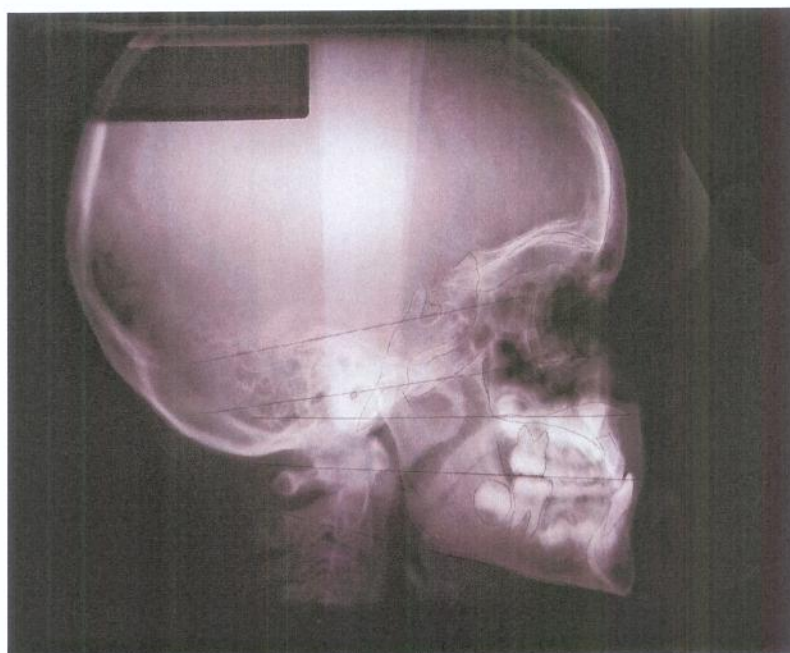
Telerradiografia, no pré-tratamento (2002)
